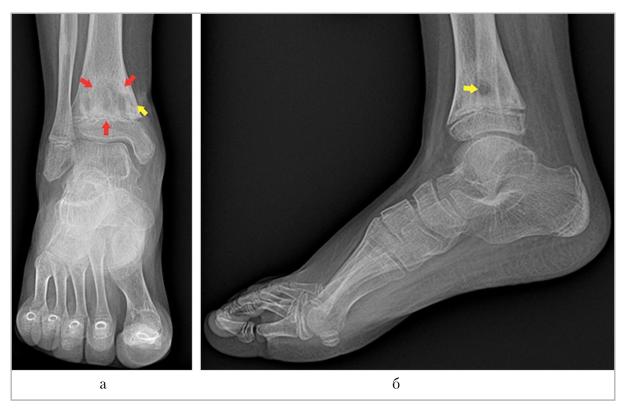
Рентгенограммы правого голеностопного сустава: a — прямая проекция; δ — боковая проекция. В дистальном метафизе правой большеберцовой кости четко определяется очаг деструкции костной ткани (красные стрелки) с формированием свищевого хода (желтые стрелки)
